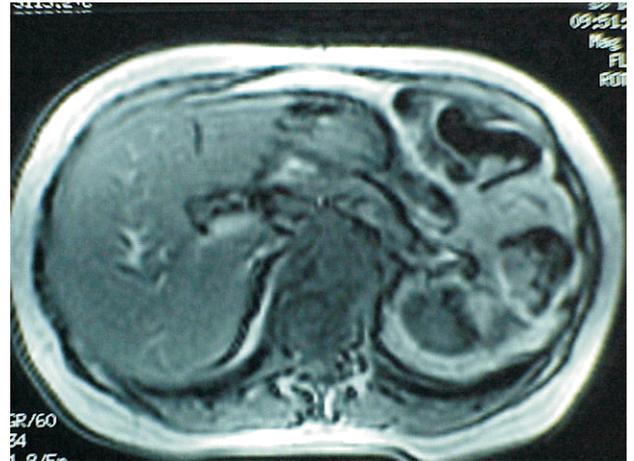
RMN obsérvese el compromiso retroperitoneal extenso que involucra los grandes vasos.
